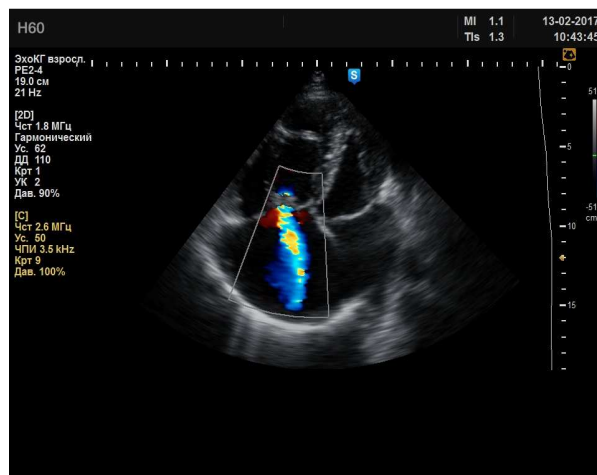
3А. Регургітація на ТК. Апікальна чотирьохкамерна позиція А4С, Color Doppler of TV.
